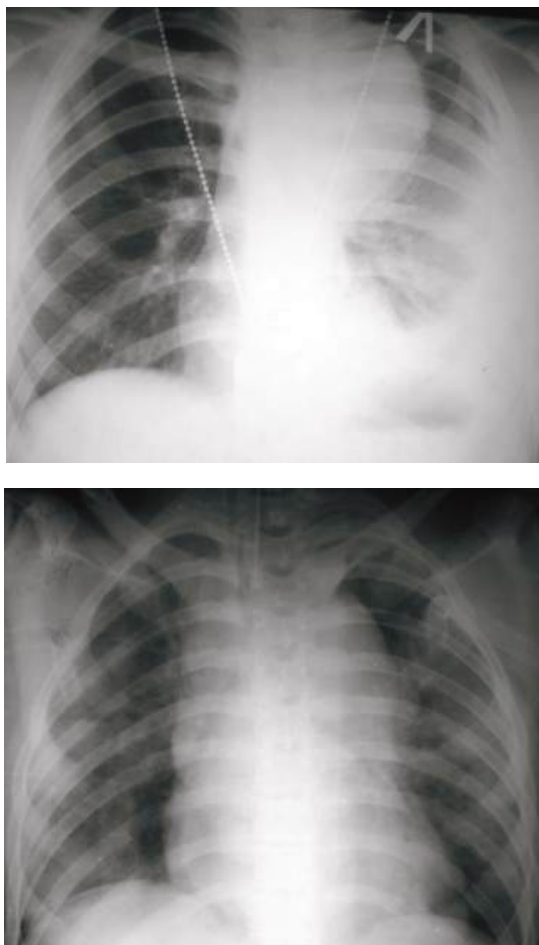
Обзорные рентгенограммы груди при двухэтапном разрыве дуги аорты при закрытой травме груди
